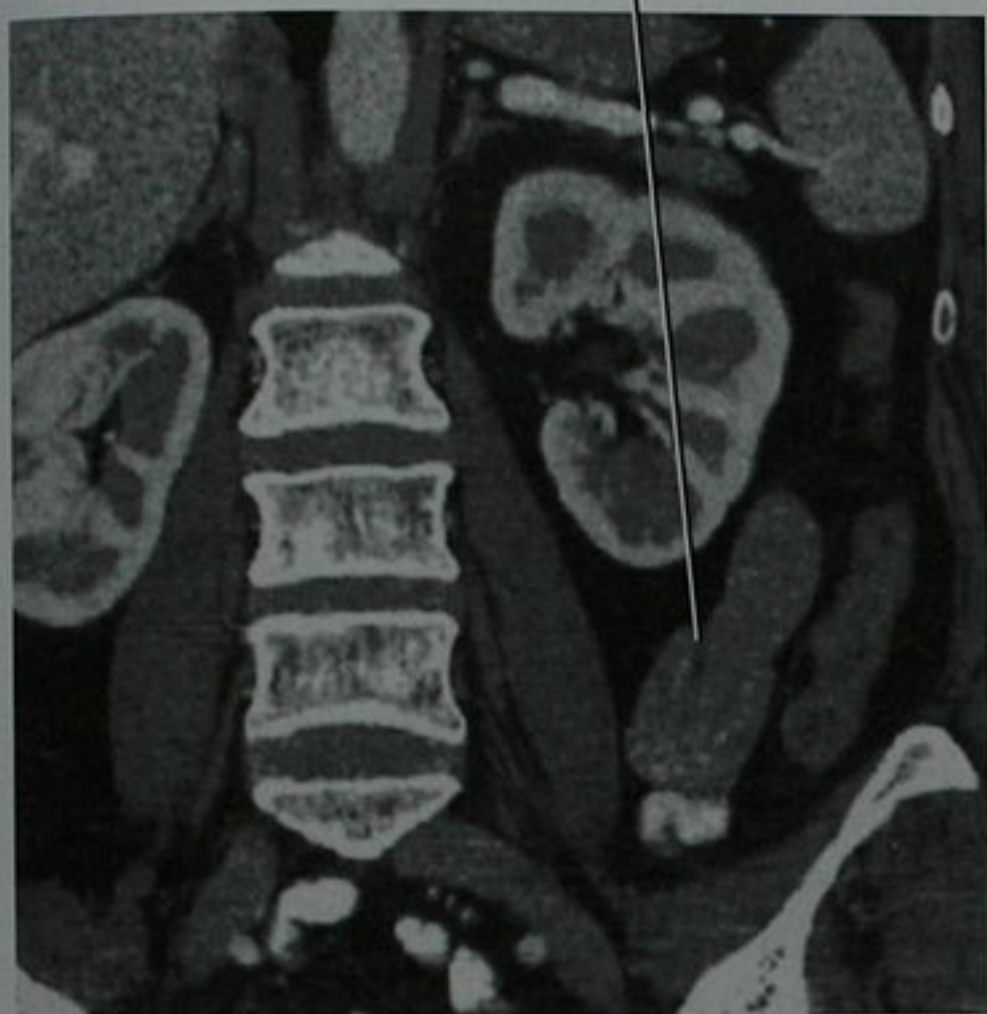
CT 冠状位重建显示偶然发现的、一过性的肠套叠
